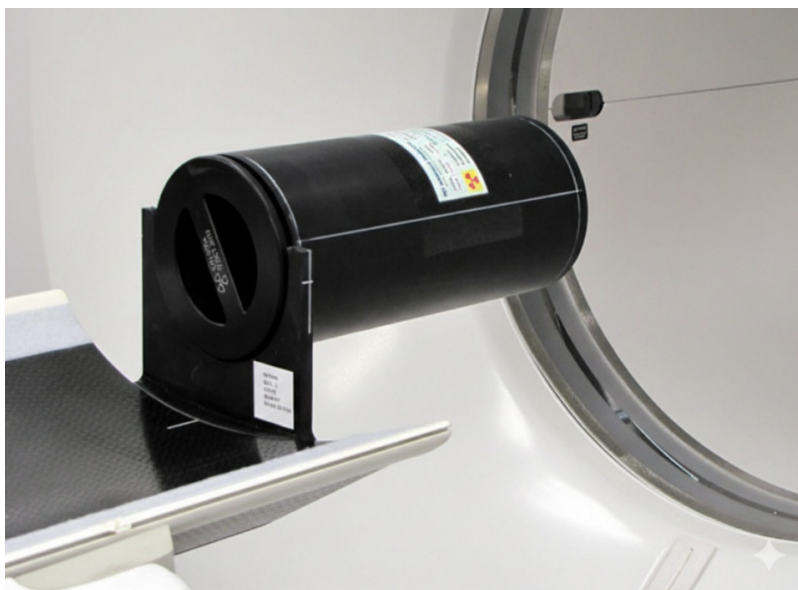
Ge-68 Annulus phantom used for (a) Discovery MI PET-CT and (b) OMNI Legend PET-CT.
